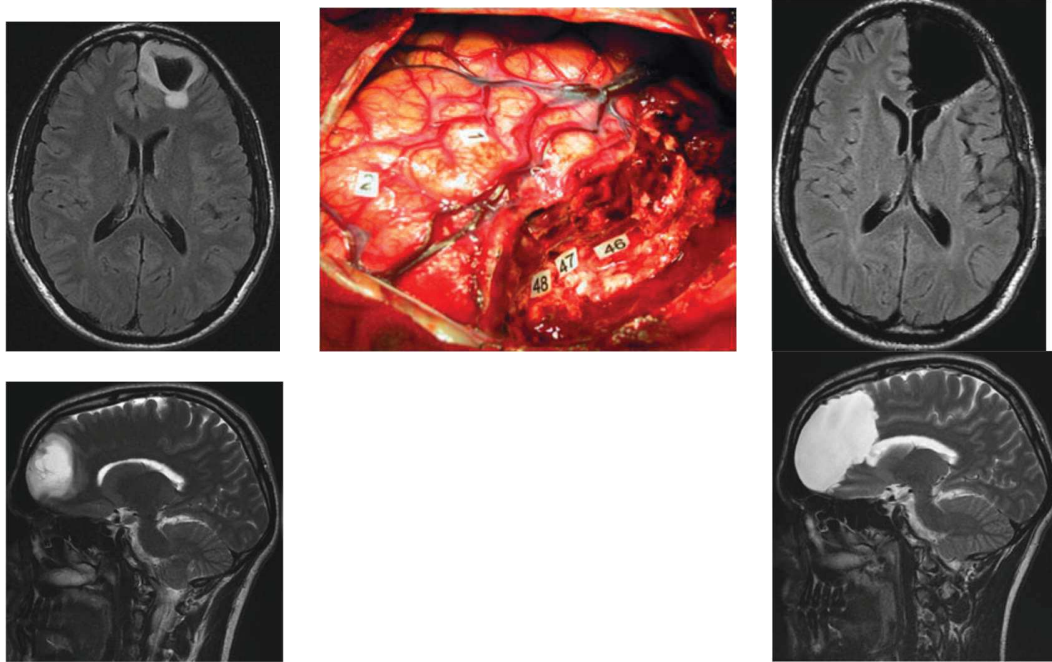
Resezione sovratotale effettuata considerando le aree funzionali evidenziate con dTCS. A sinistra, RM preoperatoria; al centro, fotografia intraoperatoria; a destra, RM postoperatoria che mostra una resezione estesa alle zone anomali alla RM.
